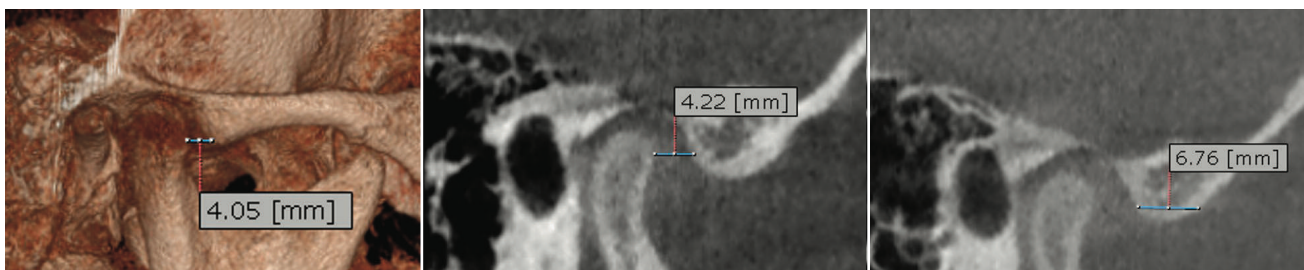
CBCT derecho progreso final.
